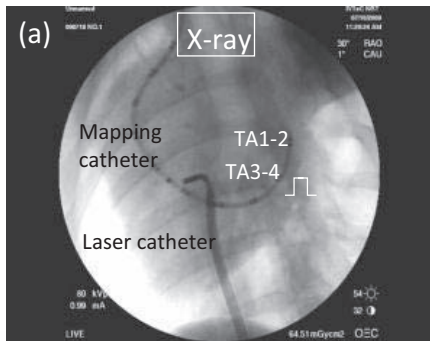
(a) ブタ右心房内解剖学的峡部に対してPDTを行った際のX線透視画像。(b) PDT前後において三尖弁輪(tricuspid annulus; TA)周囲に配置した多電極カテーテルの各双極電極で計測した心内電位の時間波形。多電極カテーテル先端から3～4番目の双極電極で電気刺激を行い、7～8番目と9～10番目の間に光照射を行った。
